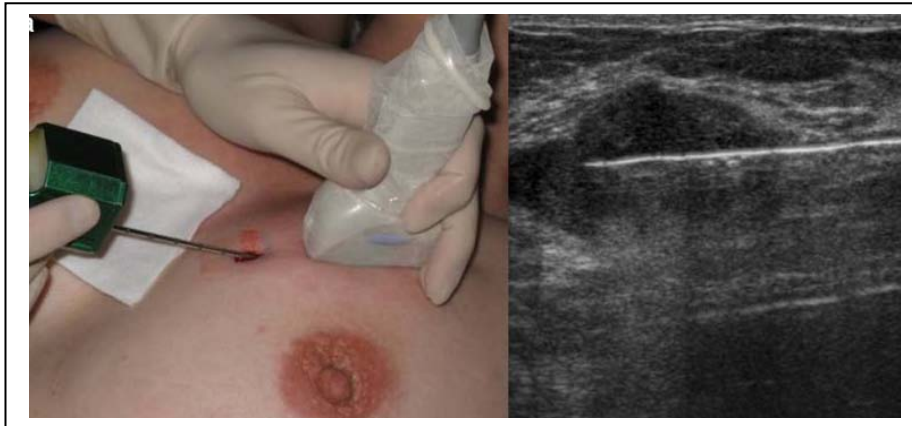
Contrôle échographique du ciblage après microbiopsie : dans le grand axe de la sonde [237]
